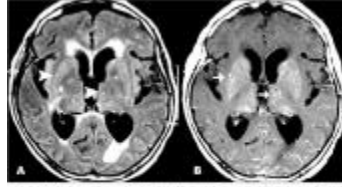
Axial T2-weighted MR images (A and B) demonstrate signs of cryptococcal meningitis (hypointense foci in the periventricular and subependymal regions demarcated in the topography of the white matter) and multiple nodules (A). The right base of ganglia (B) demonstrates abnormal microvascular enhancement in the same region (arrows). Also note the asymmetric enhancement of the hippocampus in the left occipital region (arrowhead).
